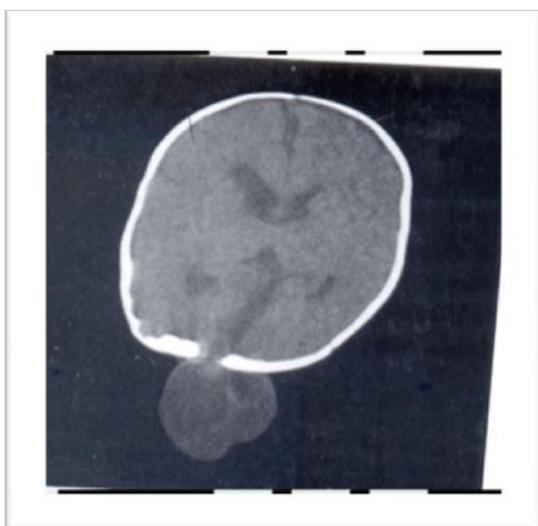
Рентгенологические методы исследования (КТ и рентгенограмма) структур головного мозга у новорожденного ребенка с черепно-мозговой грыжей (затылочное менингоцеле).
